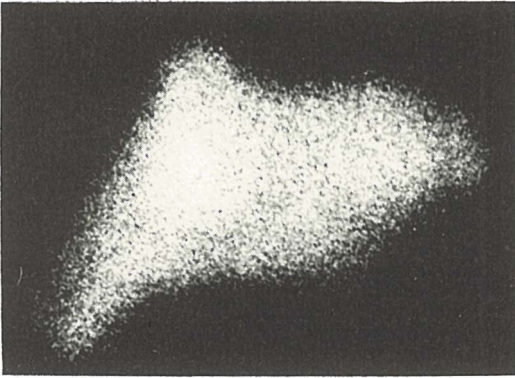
Lijevi anterolateralni scintigram slezene i jetre
